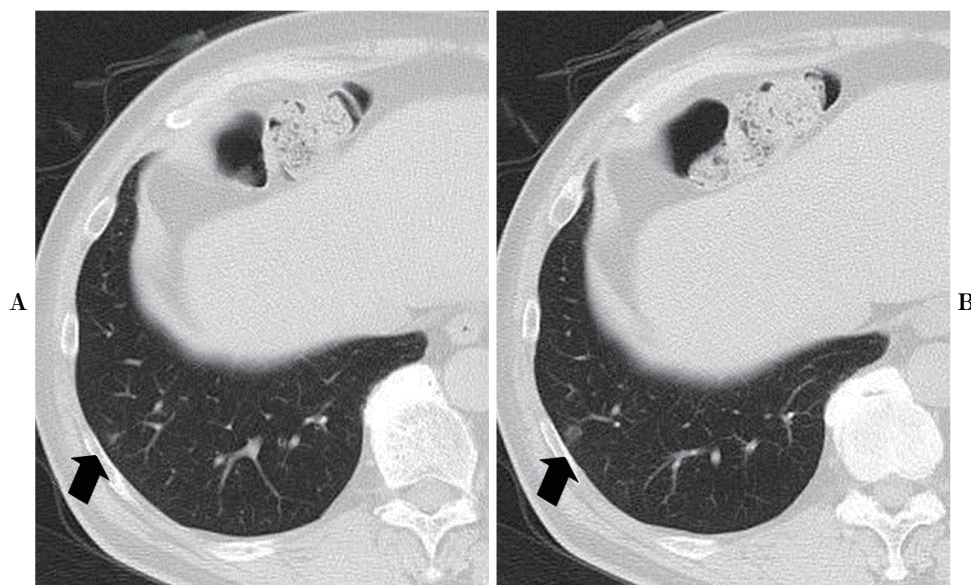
A. Chest computed tomography shows tumor was pure ground-glass opacity nodule with 0.7 cm in S⁹ at the time of the referral to our hospital. B. Chest computed tomography shows tumor increased to 1.0 cm.
